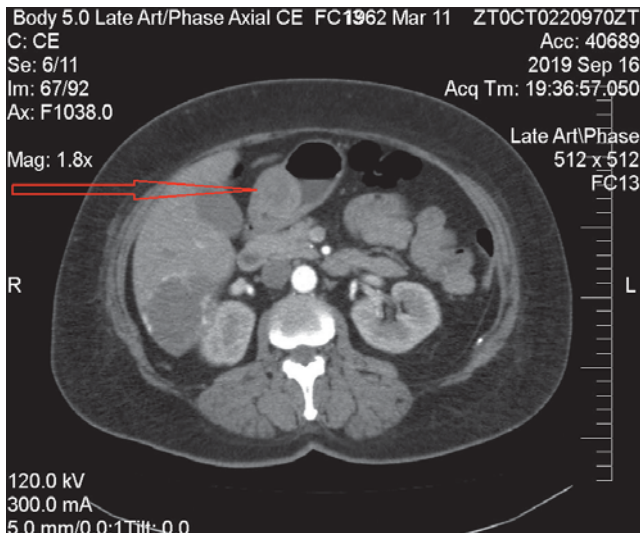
КТ органів черевної порожнини з внутрішньовенним підсиленням (пухлина вказана стрілкою)
